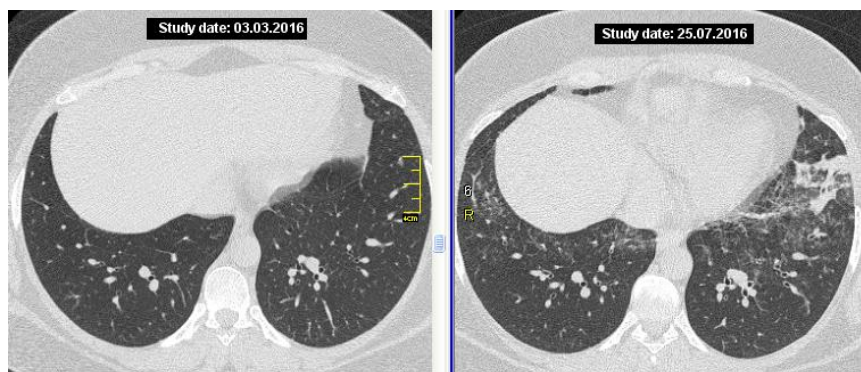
Хвора С., 31 рік: саркоїдоз легень II стадії. КТ (аксіальні зрізи на рівні базальних відділів серця) на третьому (ліворуч) і четвертому (праворуч) візитах. Ділянка консолідації в S8 лівої легені, зниження прозорості паренхіми за типом «матового скла» і дрібносітчасті зміни в S7 з обох сторін на четвертому візиті (11 міс. лікування метотрексатом)
